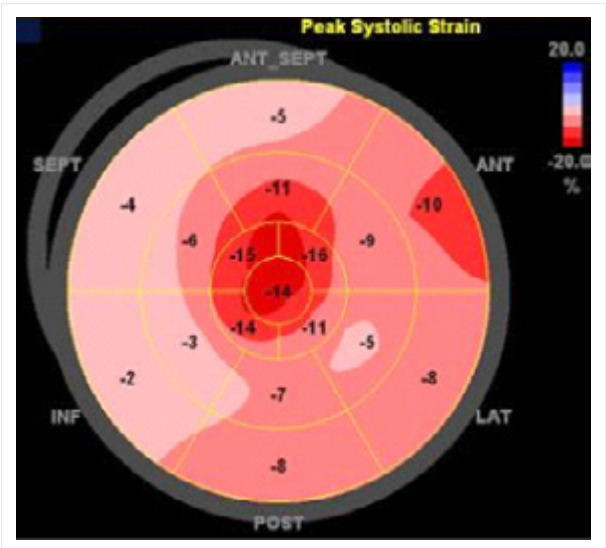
심초음파를 이용한 반점추적 영상에서 심첨부의 운동성이 보존된 apical sparing 패턴 양상. 심장 아밀로이드증의 특징적인 소견임.
